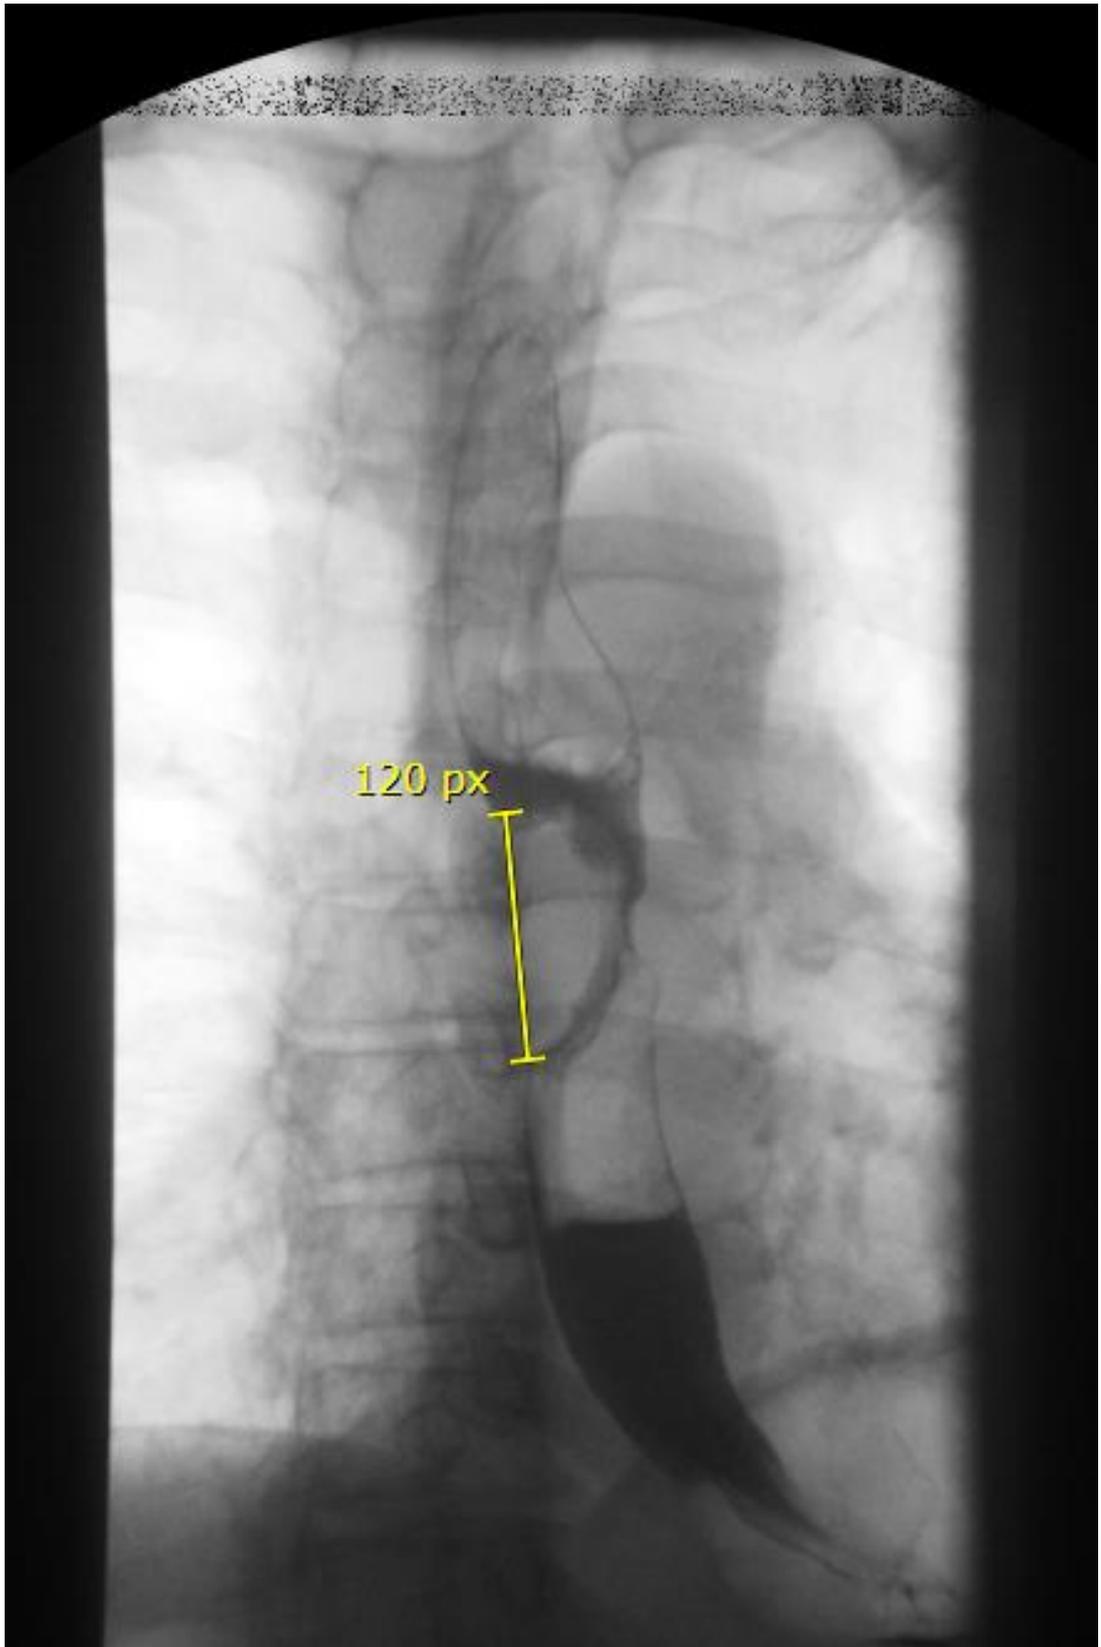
Рентгенография пищевода с контрастированием, до операции.
